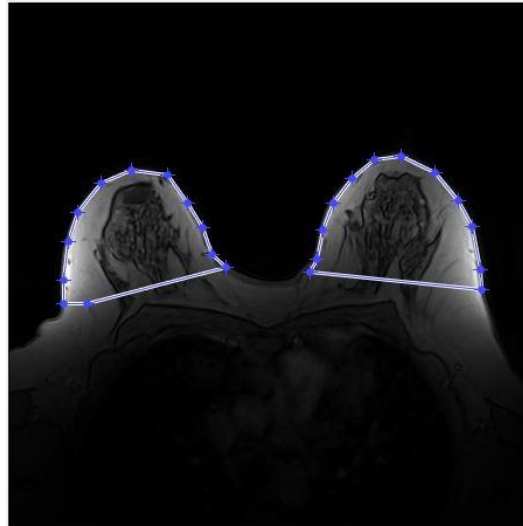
Example of region of interesse (ROI) creation for selecting only the breast region, used in the quantification in the algorithm for MRI images
